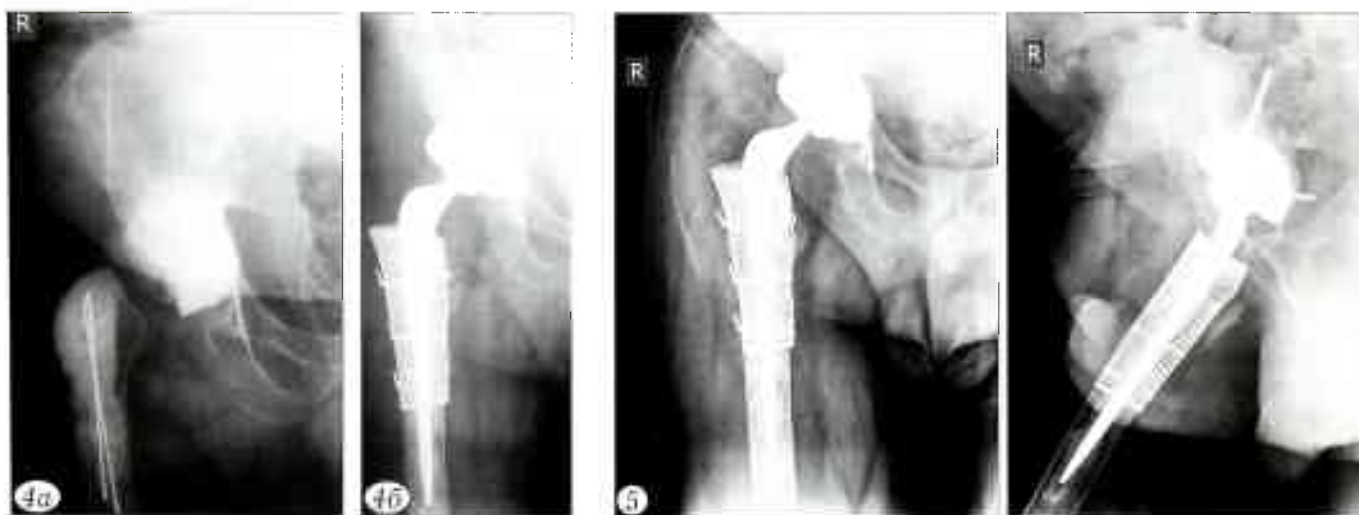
Рентгенограммы правого тазобедренного сустава до (а) и после (б) II этапа ревизионного эндопротезирования.
